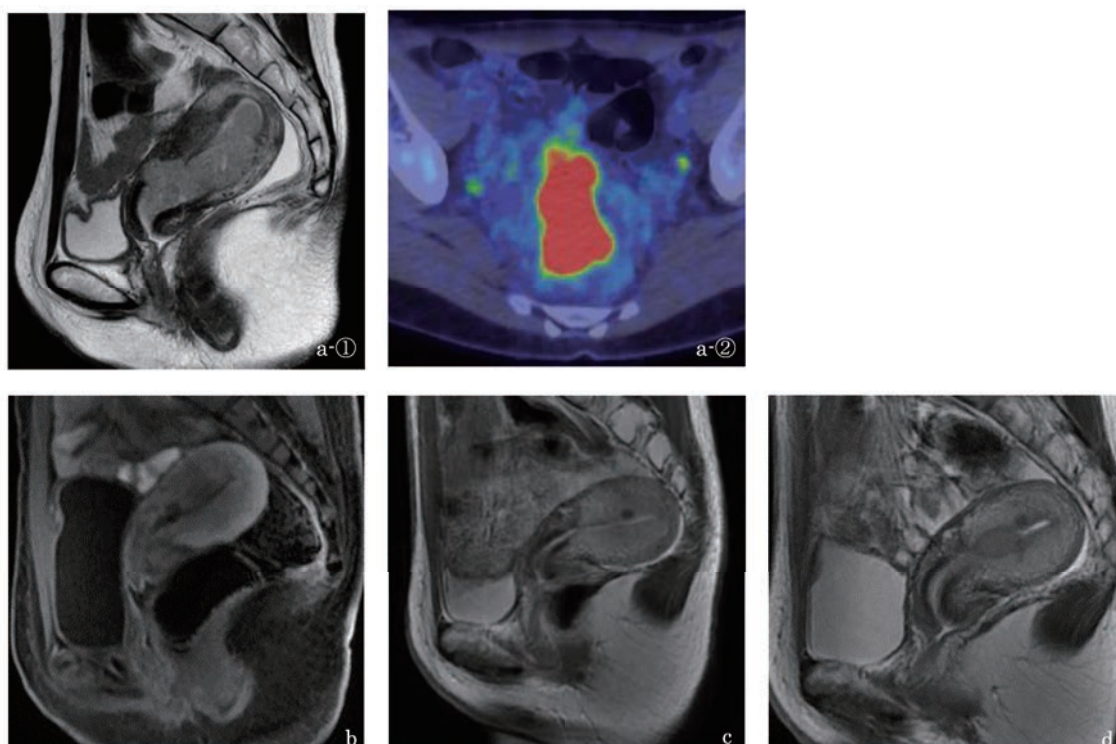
症例1の骨盤MRI T2強調画像、矢状断およびPET-CT画像
